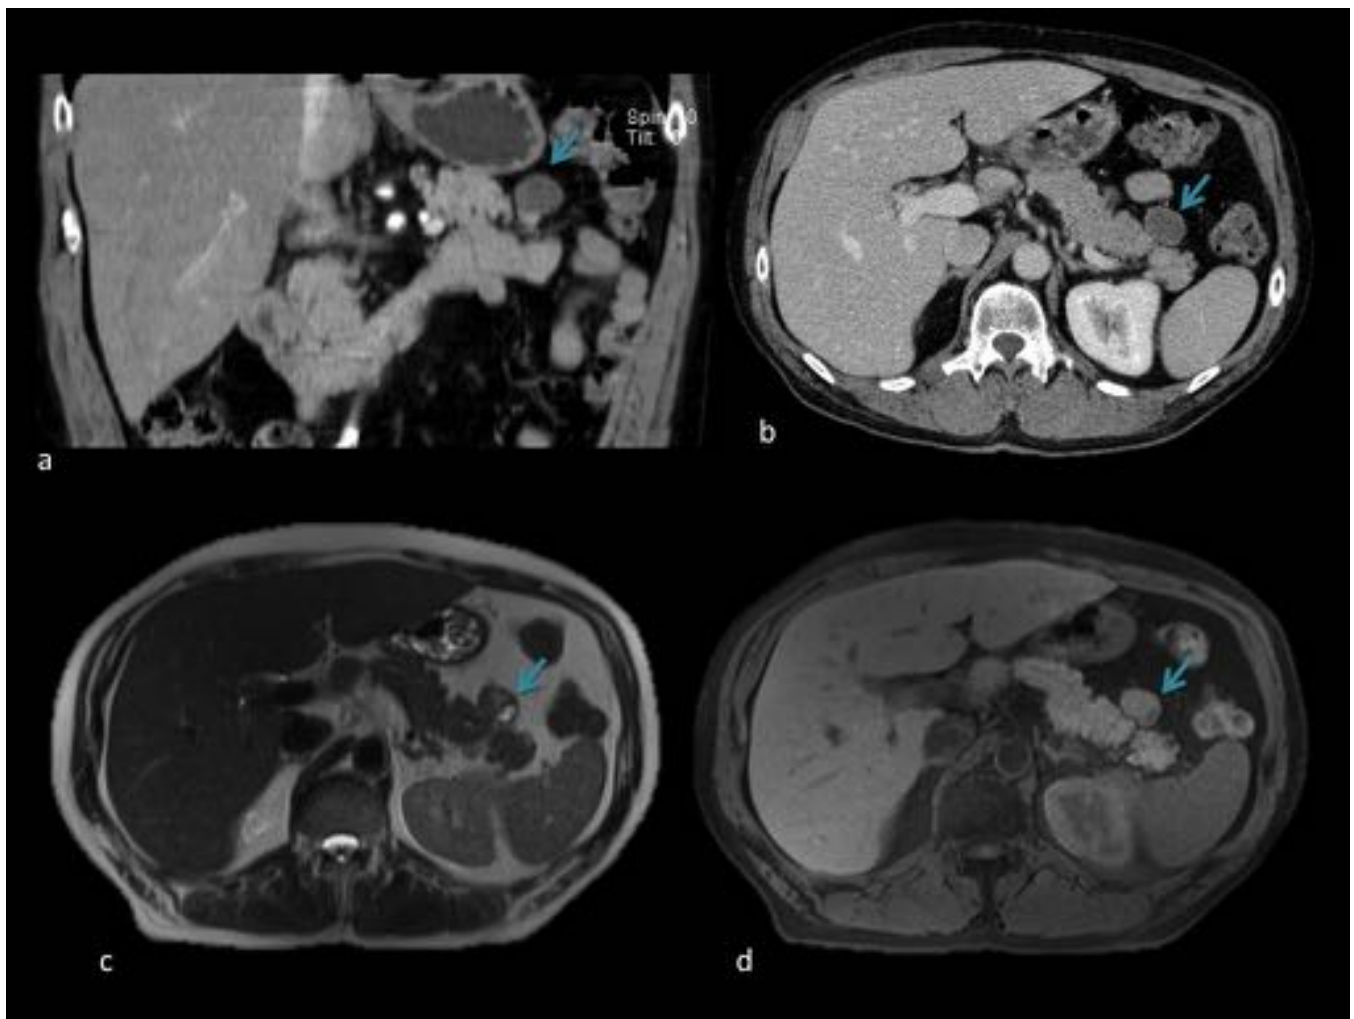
Varón de 50 años. Lesión quística en tejido peripancreático de cola, con restos hemáticos, en relación con quiste linfoepitelial. a. CT civ coronal. b. CT civ axial. c. T2 axial. d. T1 axial civ.
